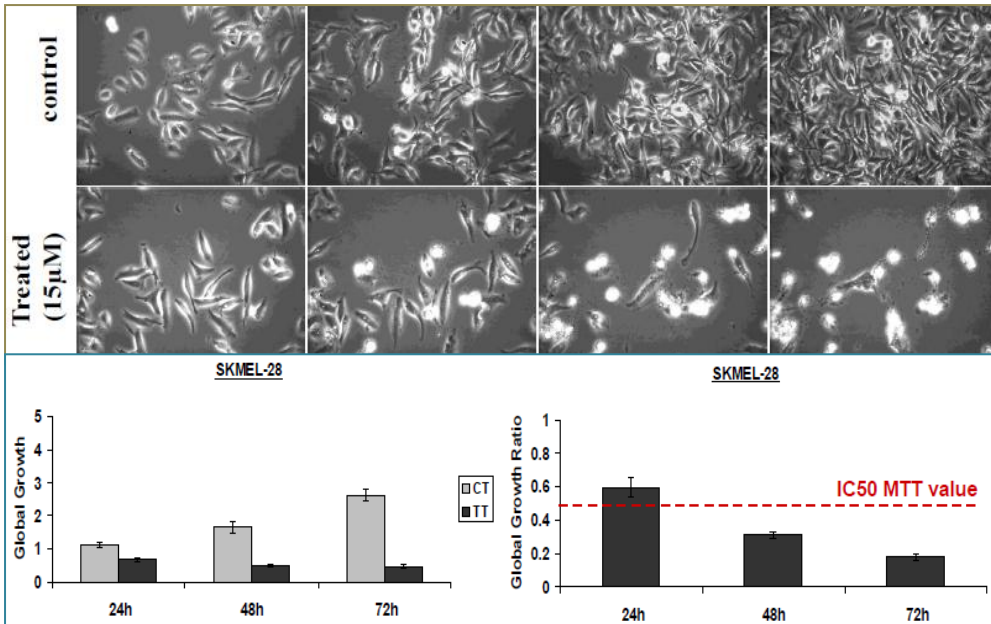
Photos des cellules SKMEL-28 (mélanoïme humain) traitées par l'UA150A 15µM (TT) vs control à 24h, 48h et 72h (CT) et calcul du GGR
